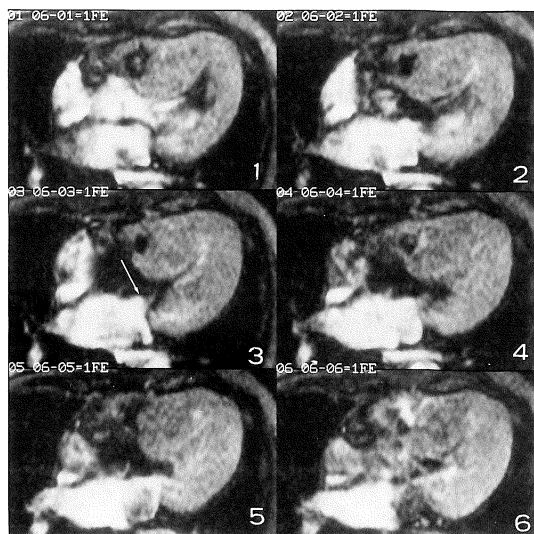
イソプロテレノール負荷後のシネ MRI, 4-chamber view. 収縮中期に僧帽弁前尖の前方への偏位がみられ(→), 収縮後期には肥大した心室中隔による左室流出路の狭窄がみられる(⇒). 内腔の狭小化も認められる。
